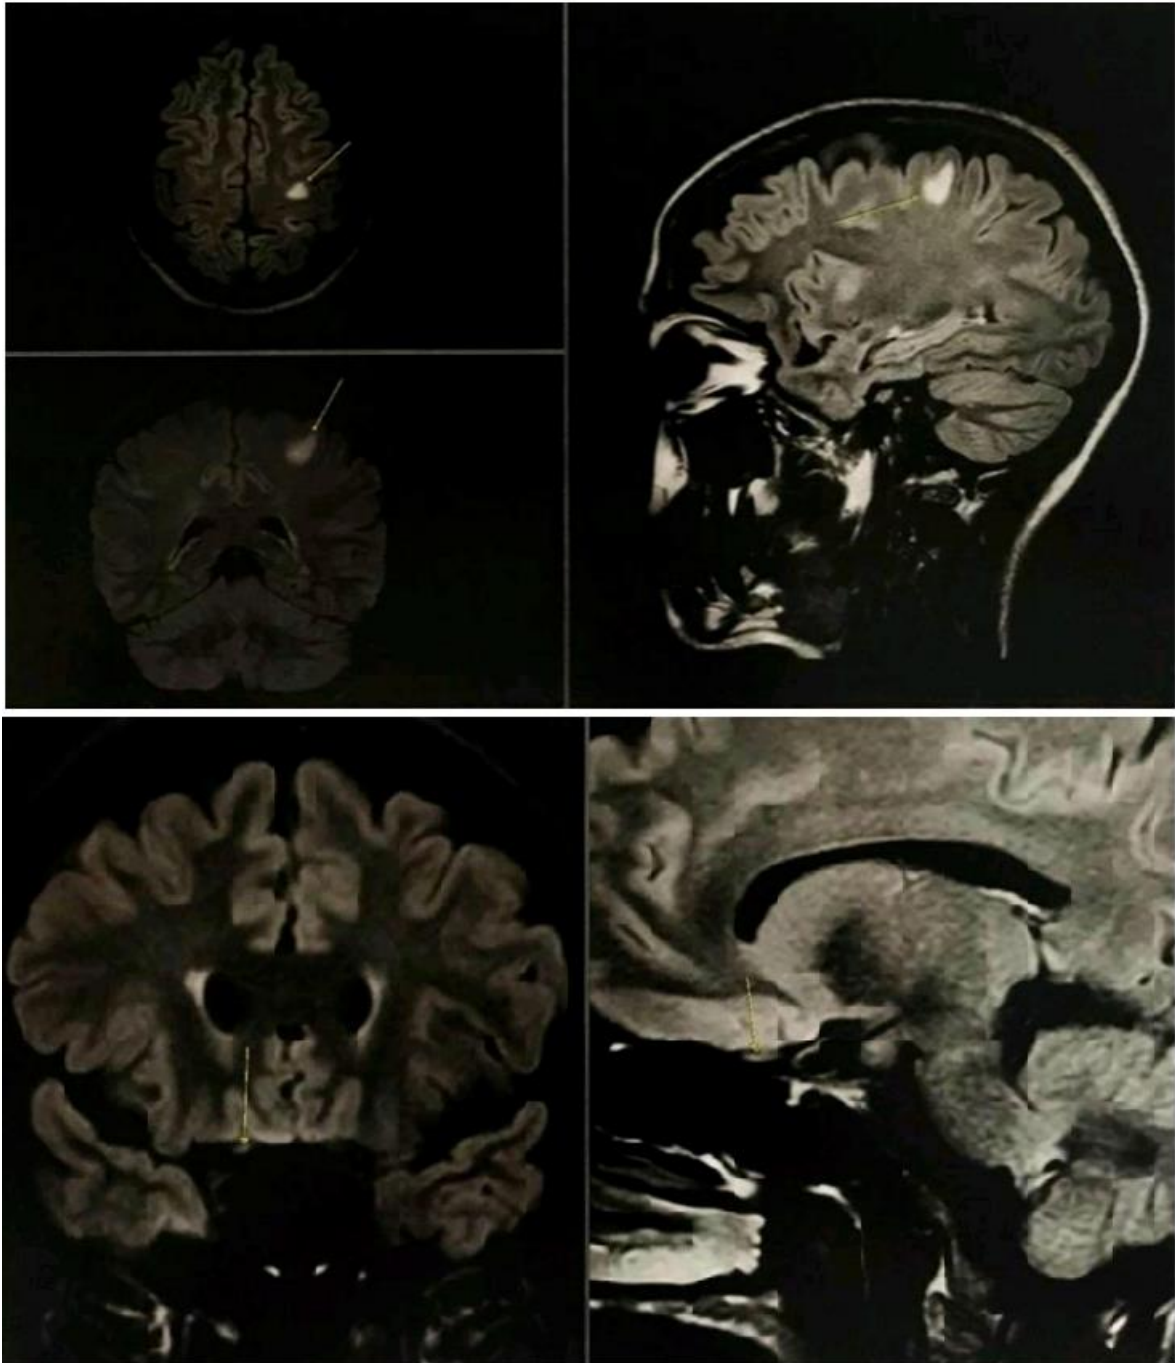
Estudo comparativo de exame de ressonância magnética de crânio da paciente. À direita, tem-se exame utilizado para diagnóstico de esclerose múltipla. À esquerda, resultado após três meses do diagnóstico com lesões na substância branca subcortical e periventricular supratentorial e transição dos pedúnculos cerebelares inferior/médio direitos.
